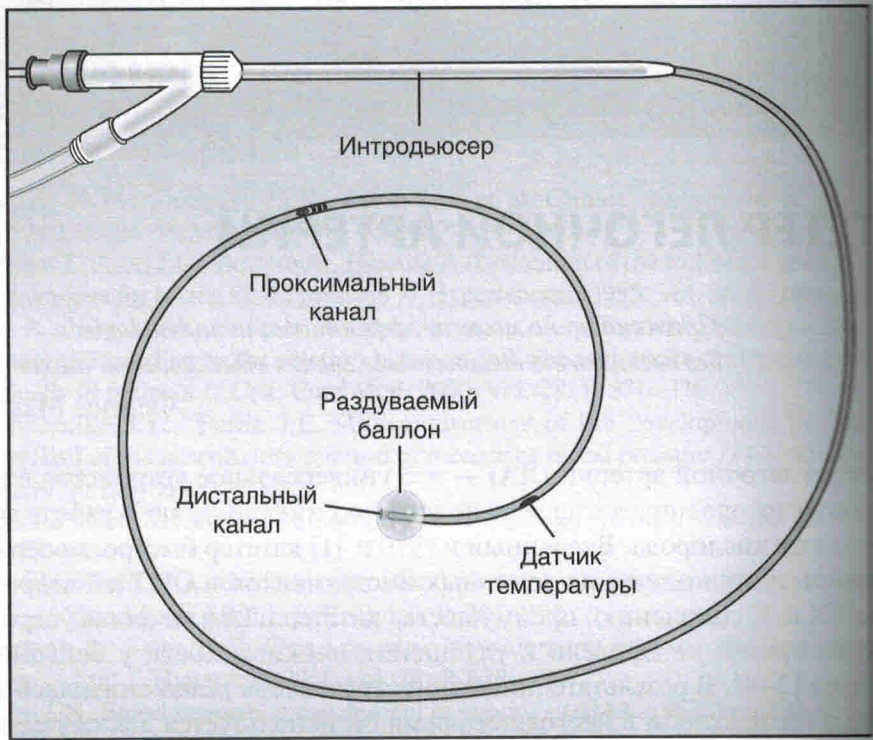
Основные характеристики катетера легочной артерии. Обратите внимание, что катетер легочной артерии установлен через интродьюсер с большим просветом, который имеет боковой инфузионный порт
